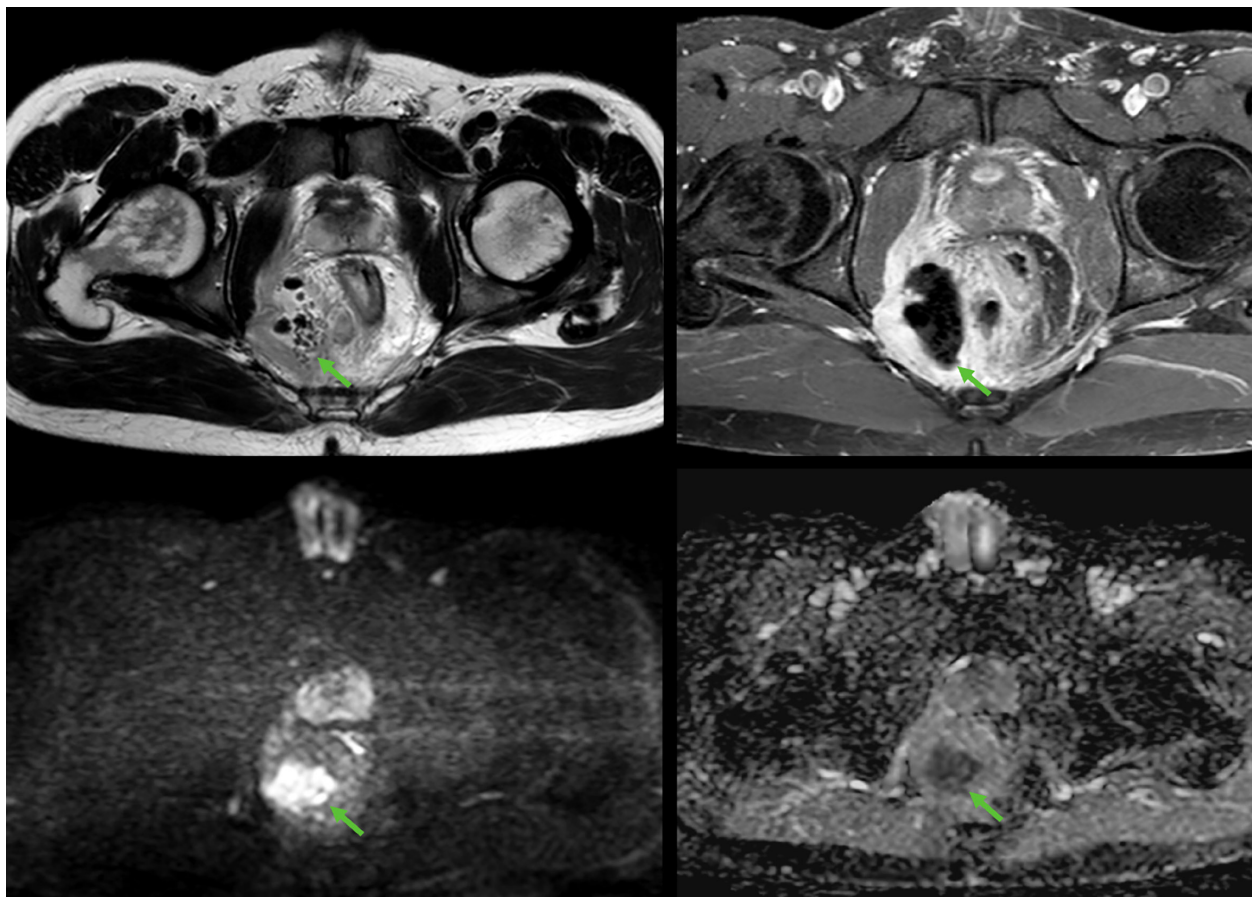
Exámenes imagenológicos del caso clínico. A. Imagen axial ponderada en T2. B. Imagen axial ponderada en T1 con supresión grasa poscontraste. C. DWI B800. D. Mapa de ADC. Hallazgos iniciales de resonancia magnética de pelvis con contraste, que identifican el absceso supraelevador derecho (flecha), lo que demuestra una alta intensidad de señal en T2WI con realce periférico y restricción a la difusión (alta intensidad de señal en DWI B800 y baja intensidad de señal en el mapa de ADC) y burbujas de gas en su interior. Imágenes propiedad de los autores.
